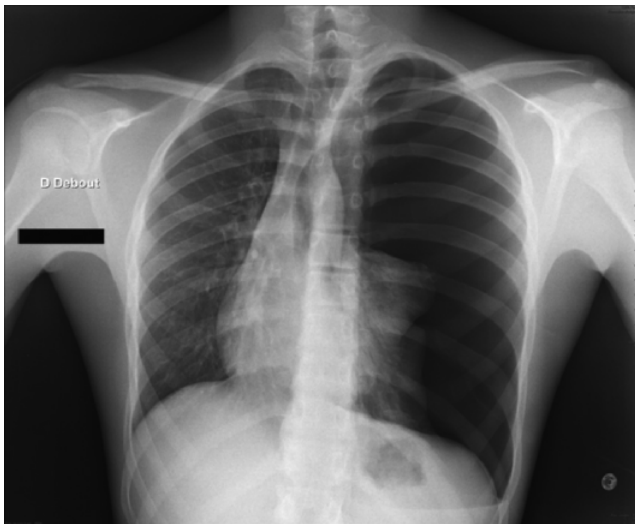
Radiographie pulmonaire
